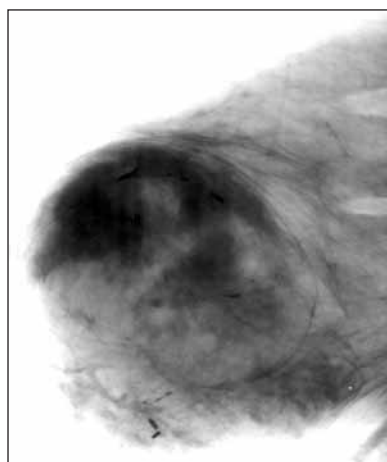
Редкая форма узловой мастопатии. Рентгенограмма молочной железы
